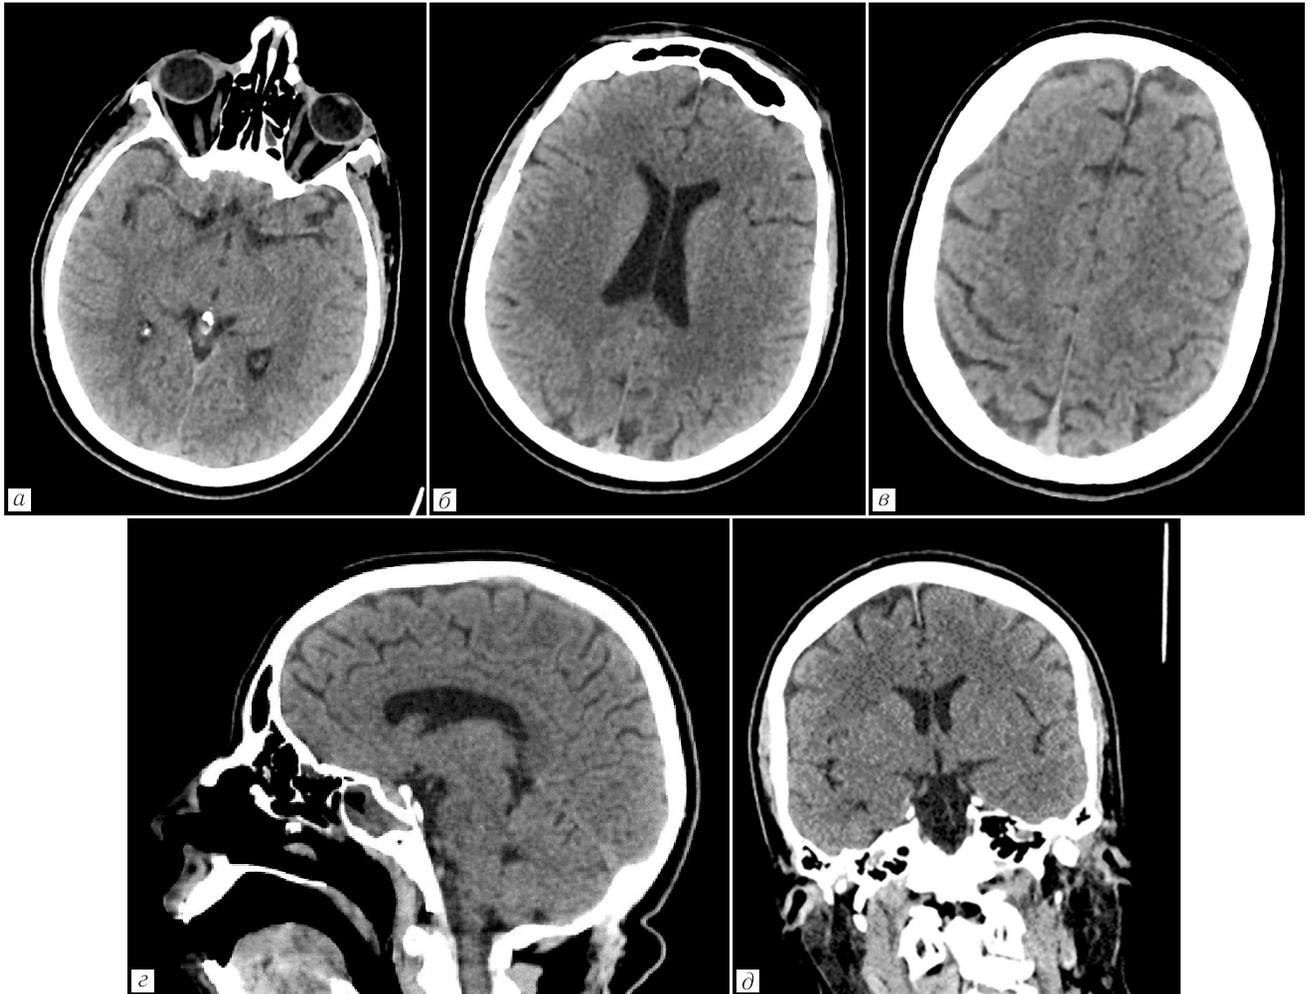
Пациентка В., 39 лет. Острое отравление метадонном, α -PVP. Постреанимационная болезнь. Нативная СКТ ГМ при поступлении, аксиальные срезы и реконструкции (сагитальная, фронтальная). Патологических изменений не определяется. Субарахноидальные пространства и желудочковая система возрастные особенности (а–д)
